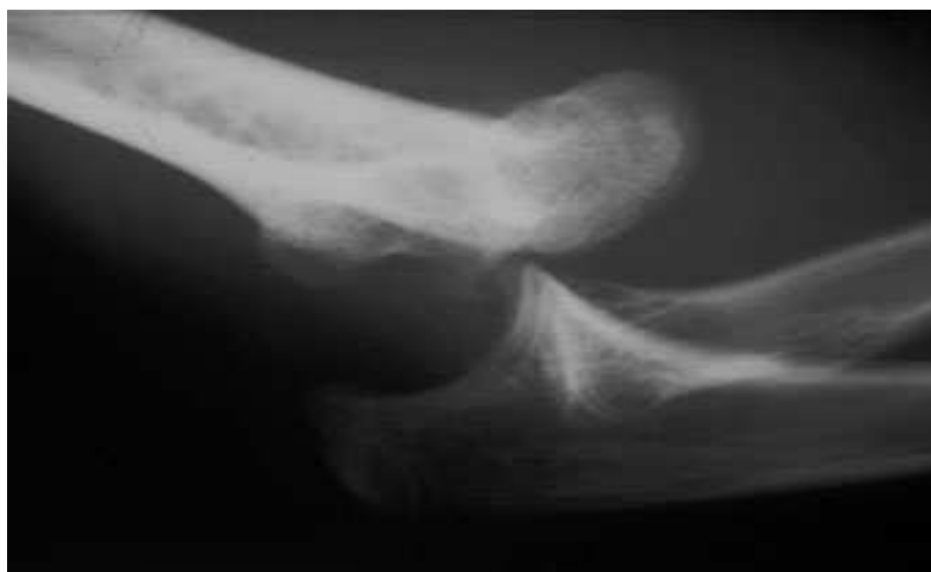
Radiographie du coude de profil montrant une luxation postérieure (C.Fontaine)
